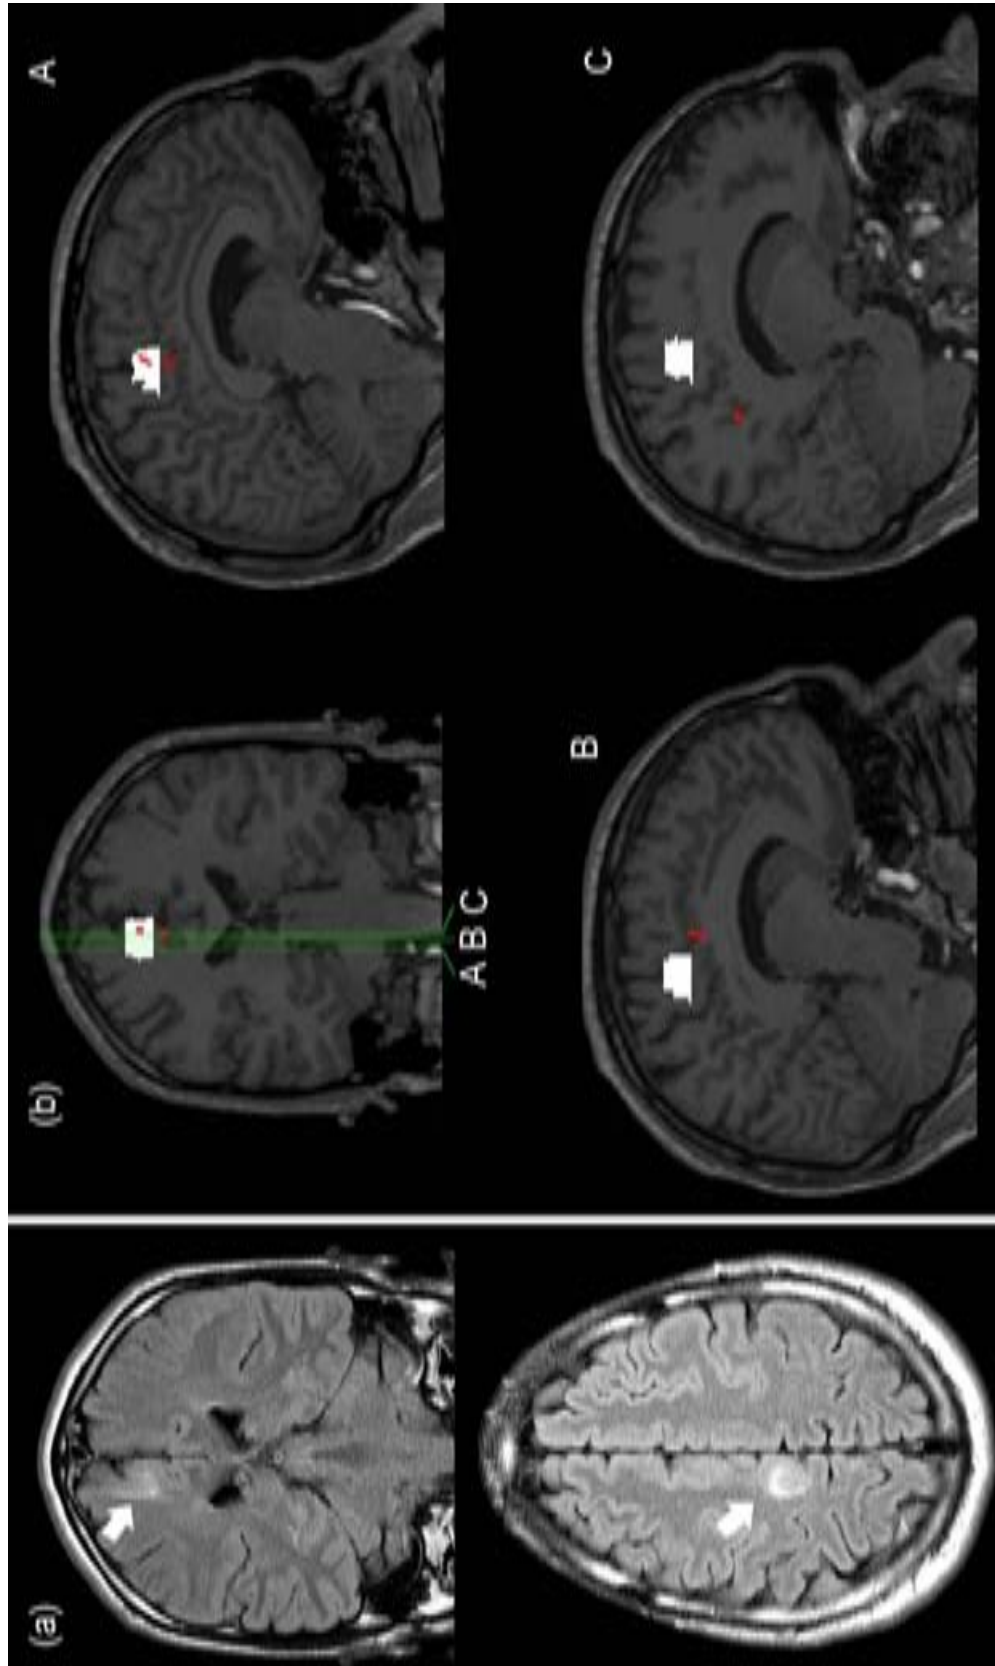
a) FCD indicada por las flechas en el lóbulo frontal derecho en cortes axial y coronal de secuencia FLAIR en el paciente número 1. b) Ubicación de los ECDs obtenidos de IIS sin promediar (en rojo) y lesión de FCD marcada (en blanco), superpuestos sobre imágenes coronales y sagitales de $T1_{Vol}$. En el corte coronal se observa la ubicación de los cortes sagitales A, B y C.
